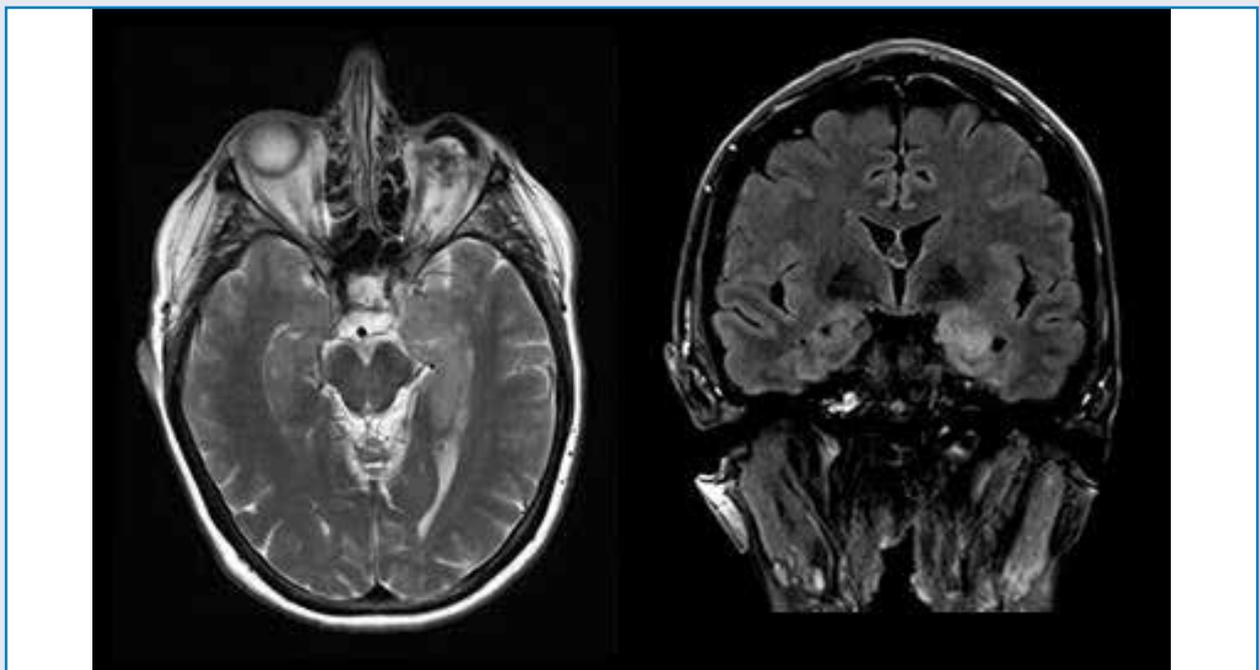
MR Schädel*; links: axiale T2w; rechts: koronare FLAIR mit Fettsaturation nach Kontrastmittelapplikation. Es zeigt sich eine deutlich ödematös aufgetriebene und hyperintens signalalterierte Hippokampusformation links ohne Enhancement nach Kontrastapplikation. Das übrige Hirnparenchym stellt sich unauffällig dar; nebenbefundlich zeigt sich ein Status nach Enukleation links mit Bulbusprothese.
